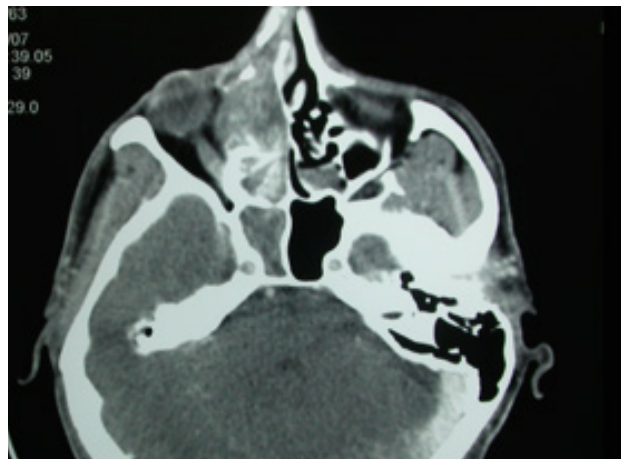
Imagen del TC donde se aprecia la afectación orbitaria por el tumor incluyendo los músculos extraoculares y las celdillas etmoidales.
